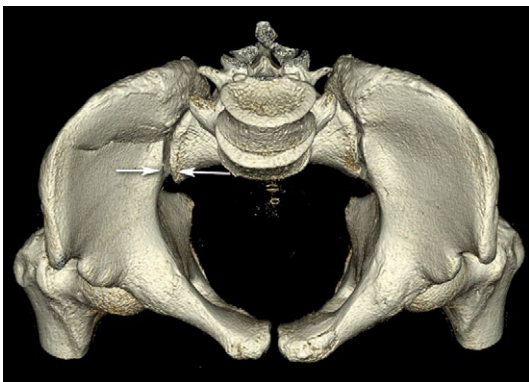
3D-CT image reconstruction of the pelvis, the inlet view. The arrows indicate the opening of the SIJ gap less than 1 cm
